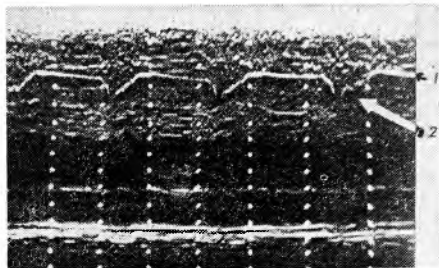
Эхокардиограмма клапана легочной артерии (IV позиция датчика). Условные обозначения: 1 — клапан легочной артерии, 2 — среднесистолическое прикрытие задней створки (пик «п»).
